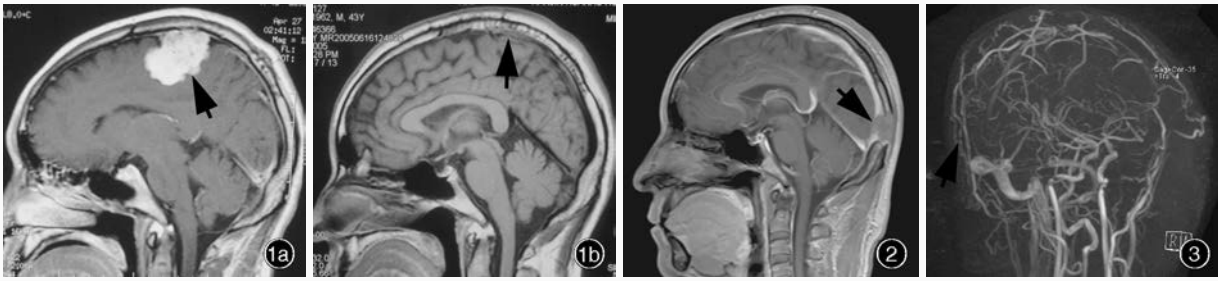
首次入院时(2004 年 4 月 26 日)头部 MRI 检查所见 1a 术前矢状位增强 T<sub>1</sub>WI 显示,病灶位于上矢状窦中 1/3 旁,呈不均匀中等强化,边界清晰(箭头所示) 1b 术后矢状位 T<sub>1</sub>WI 显示,肿瘤切除,达 Simpson 切除标准 III 级(箭头所示) 图 2 此次入院时(2015 年 1 月 28 日)术前矢状位增强 T<sub>1</sub>WI 显示,窦汇区病灶呈不均匀强化,边界尚清(箭头所示) 图 3 MRV 检查显示,窦汇闭塞,侧支循环建立(箭头所示)
